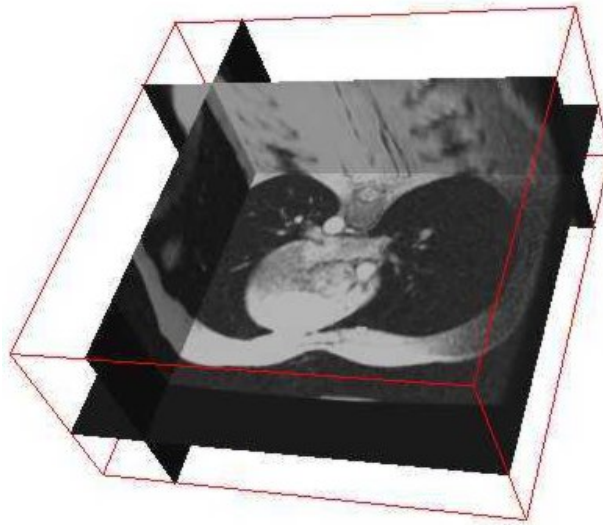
Beispiel eines Bildblockes, errechnet aus einem Thorax-CT
